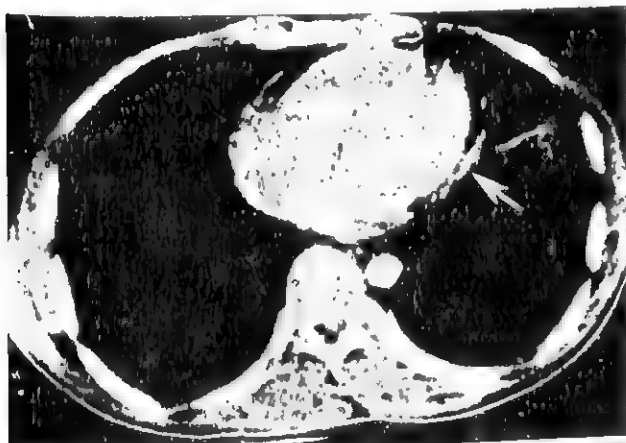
增强CT示左室外后方心包增厚(箭头处)达6~7mm
